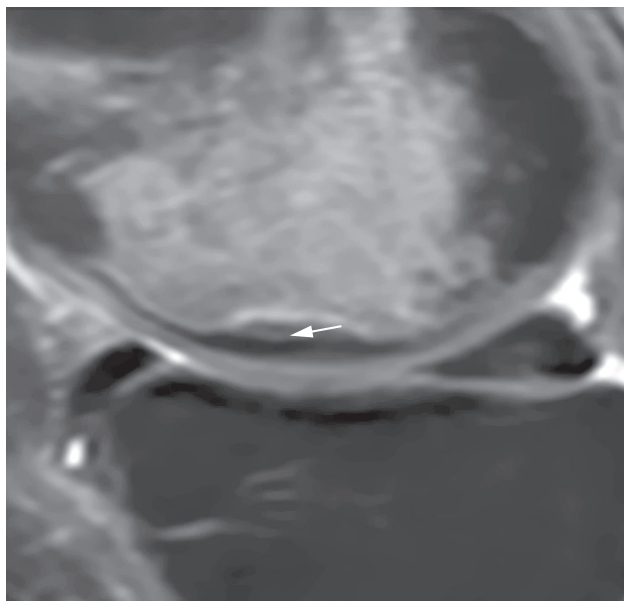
МР-томограмма (PD-FS) в сагиттальной плоскости. Стрелкой указана гиперинтенсивная зона возникновения вторичного остеонекроза при переломе недостаточности
